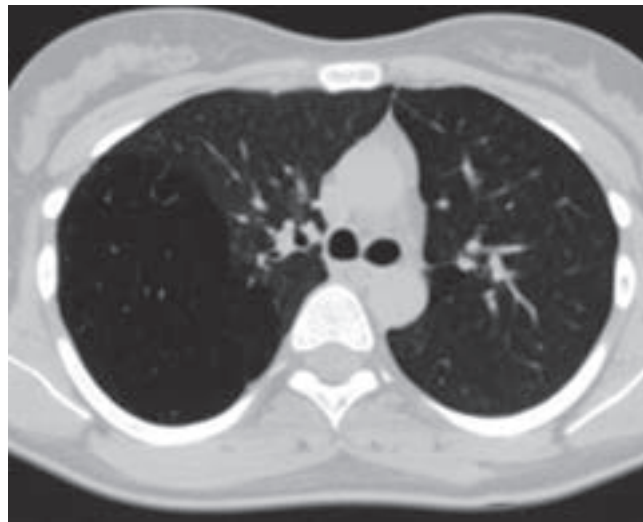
a 4b: HRCT plic znázorňující ostře ohraničený emfyzém dolního laloku pravé plice
